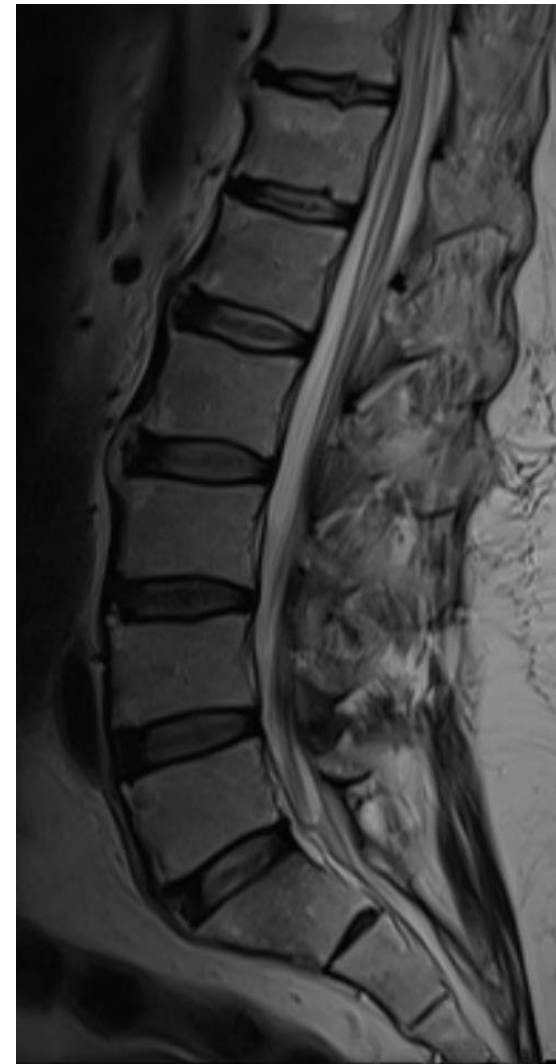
Paciente con Enf. de Crohn, sospecha clínica de afectación axial. RM columna lumbar, secuencias T1 y STIR en planos sagitales. En D11-D12 se observa en las secuencias STIR, aumento de la señal del disco intervertebral en su mitad posterior y de ambos platillos vecinos, que sugieren una lesión de Andersson.
